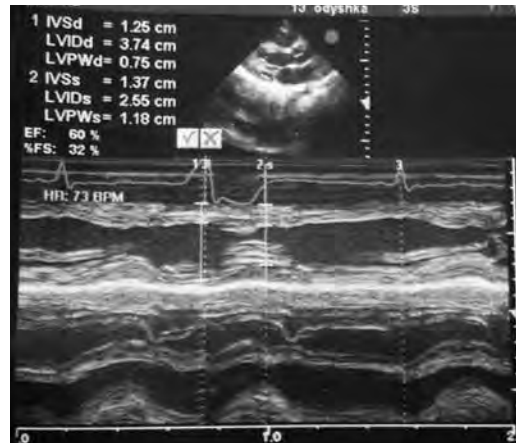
УЗИ сердца пациентки
